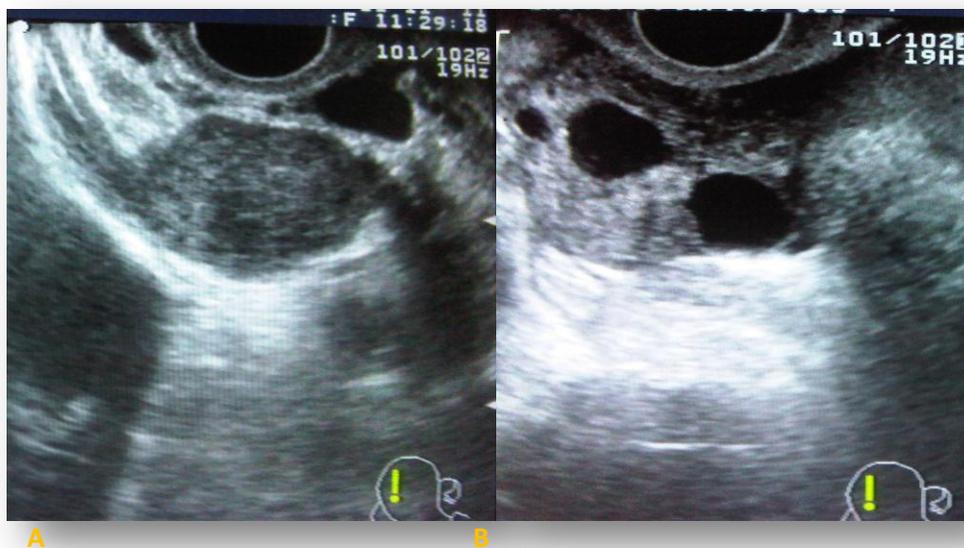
A: Ovario izquierdo: 29 x 29 x 40 mm Vol. 17,07 cc. B: Ovario derecho: 69 x 68 x 59 mm Vol. 124 cc. Ecografía transvaginal con sonda de 7.5 MHz donde se evidencia ovario izquierdo (A) de 29 x 29 x 40 mm con volumen de 17,07 cc y ovario derecho (B) de 69 x 68 x 59 mm con volumen de 124 cc, de aspecto quístico, que deja reforzamiento posterior.
